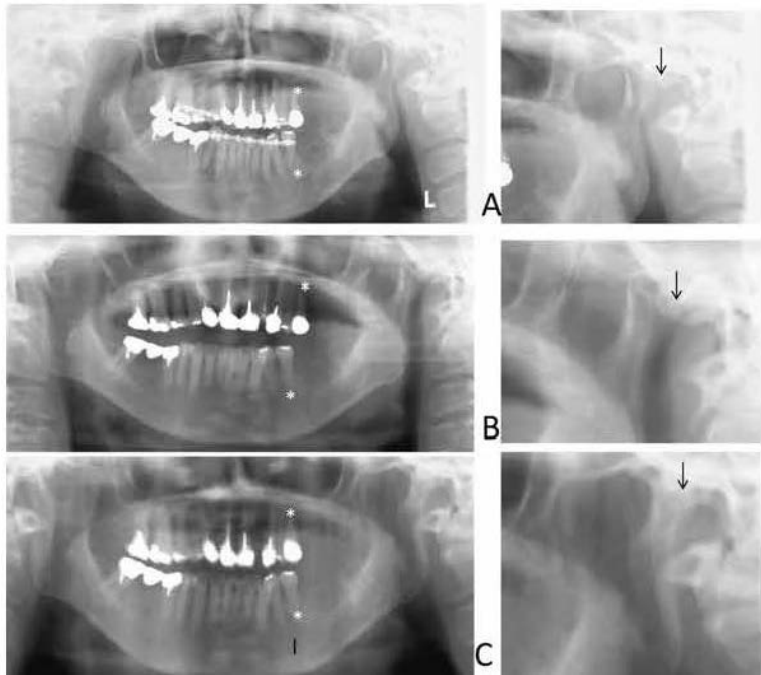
症例1画像所見の経時的変化（パノラマX線写真；右図は拡大像）
